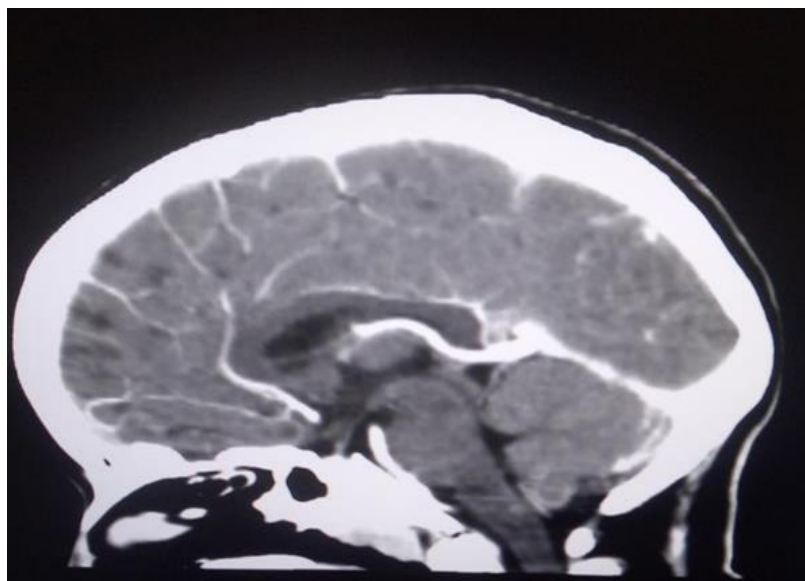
Fotografía de la representación de la anatomía cerebral con contraste en plano sagital. Obtenida del área de tomografía de la clínica Metropolitana de Chiclayo.
